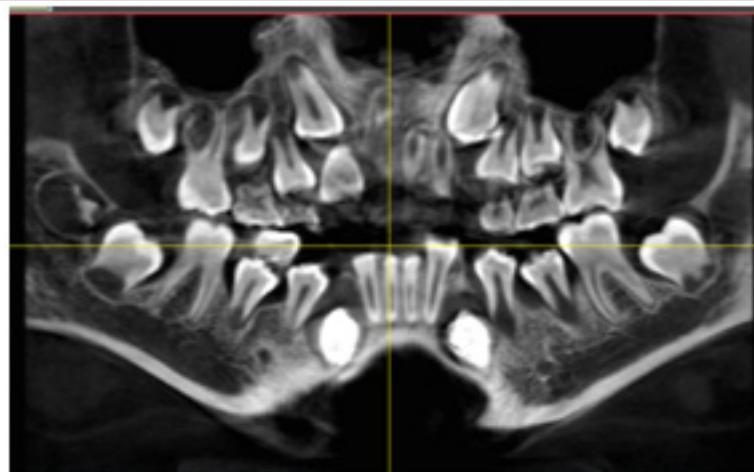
Corte transversal de la tomografía cone beam
